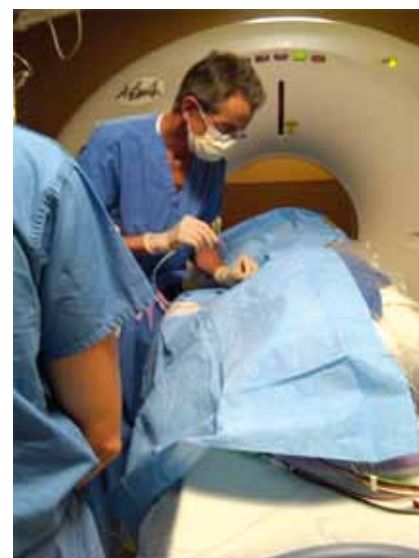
Прицельная абляция с МРТ-контролем наведения иглы – будущее онкоурологии
